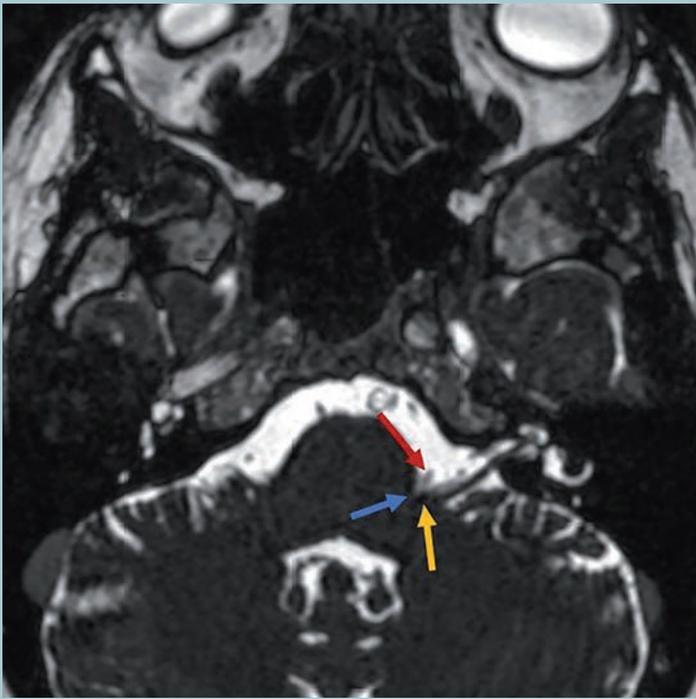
Axiale MRT mit hochauflösender T2-Dünnschichtung: Gefäßnervenkonflikt (blauer Pfeil) zwischen Arteria cerebelli inferior anterior (roter Pfeil) und Nervus vestibulocochlearis (gelber Pfeil)
